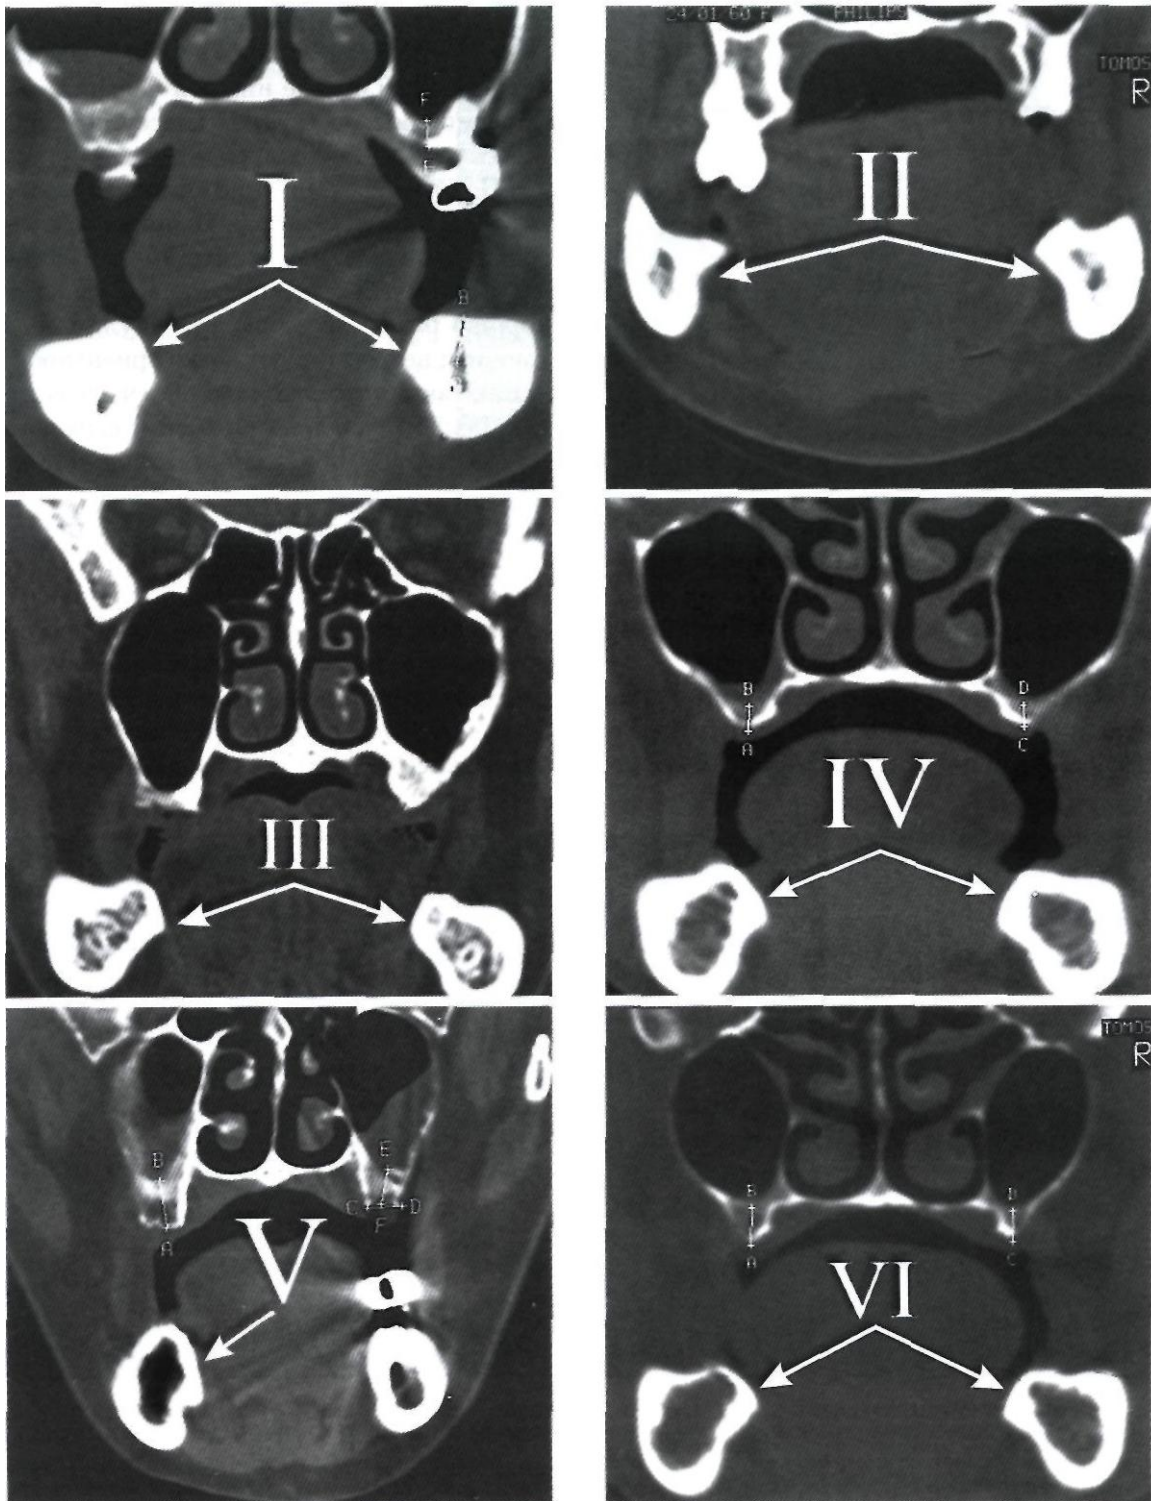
Шесть фенотипов архитектоники костной ткани челюстей, верифицированных по изображениям, полученным с помощью компьютерной томографии
